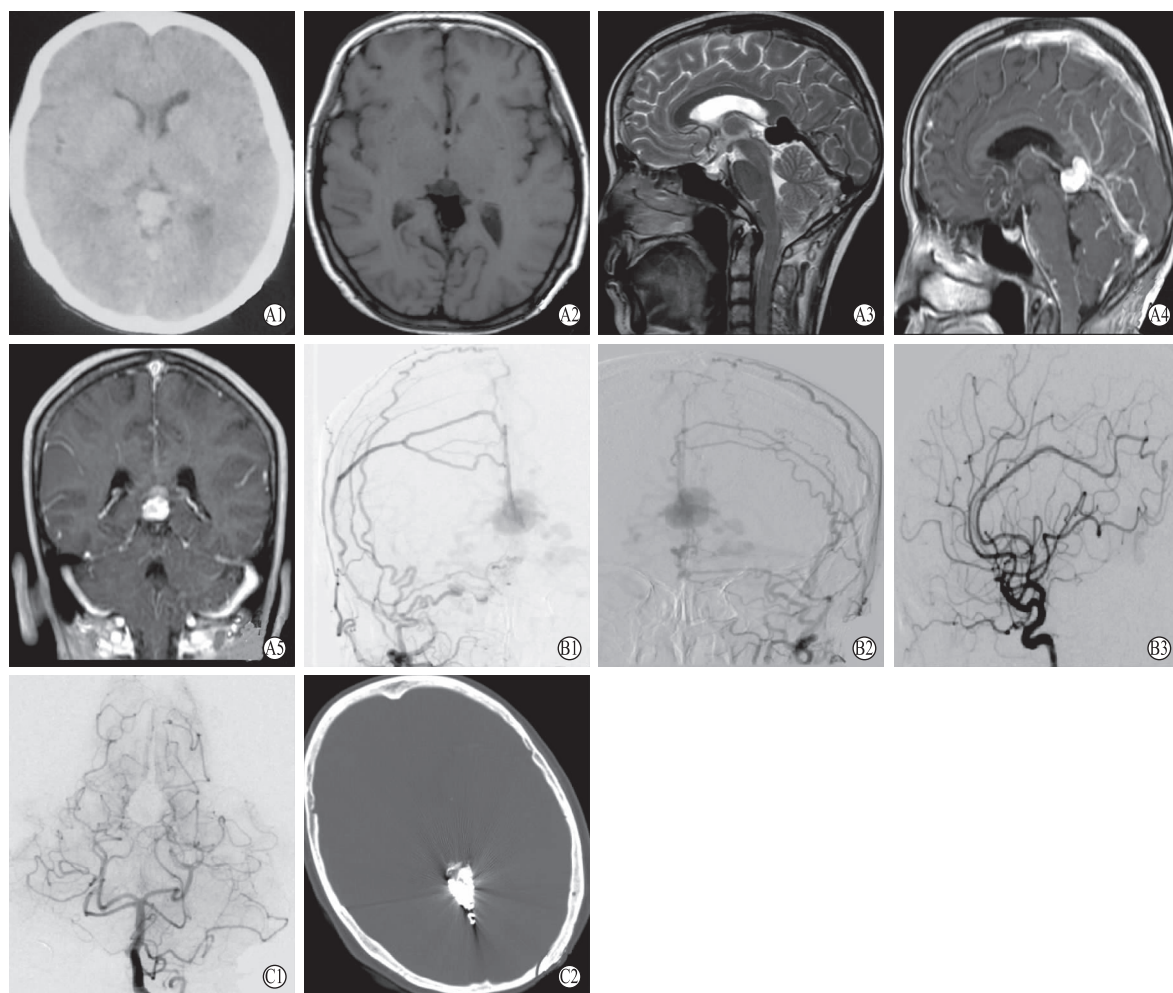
A1 为 CT 示松果体不规则稍高密度影; A2~3 为 T_1 、 T_2 示胼胝体大静脉留空效应并与窦汇想通; A4~5 为矢状位、冠状位增强示高信号并与窦汇, 软脑膜支相通; B1~3 为术中造影可见异常软脑膜支、静脉瘤样扩张等; C1~2 为栓塞后及术后第 1 d 复查 CT, 未见出血
